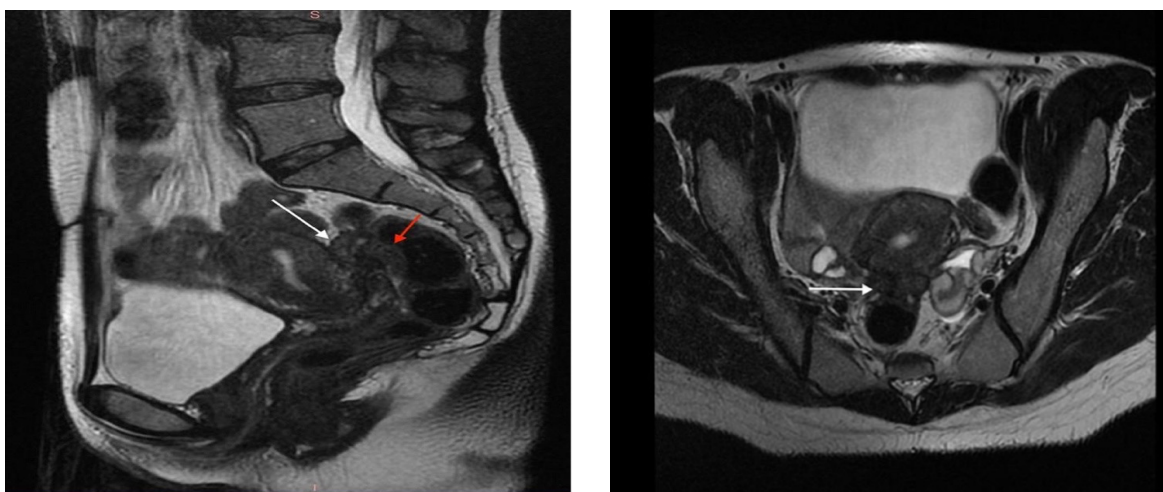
Данные МРТ органов малого таза пациентки Б., 35 лет, болевой синдром 8 по шкале ВАШ. На представленных МР-томограммах визуализируется эндометриоидный имплант в ретроцервикальном пространстве (белая стрелка) с признаками инвазии толстой кишки (красная стрелка)
